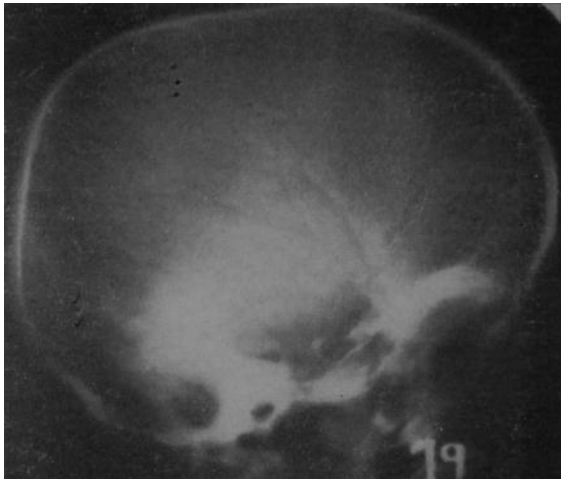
Radiografía de perfil de cráneo, que destaca la configuración escafocefálica y la particular silueta “en zapato” de la silla turca.
